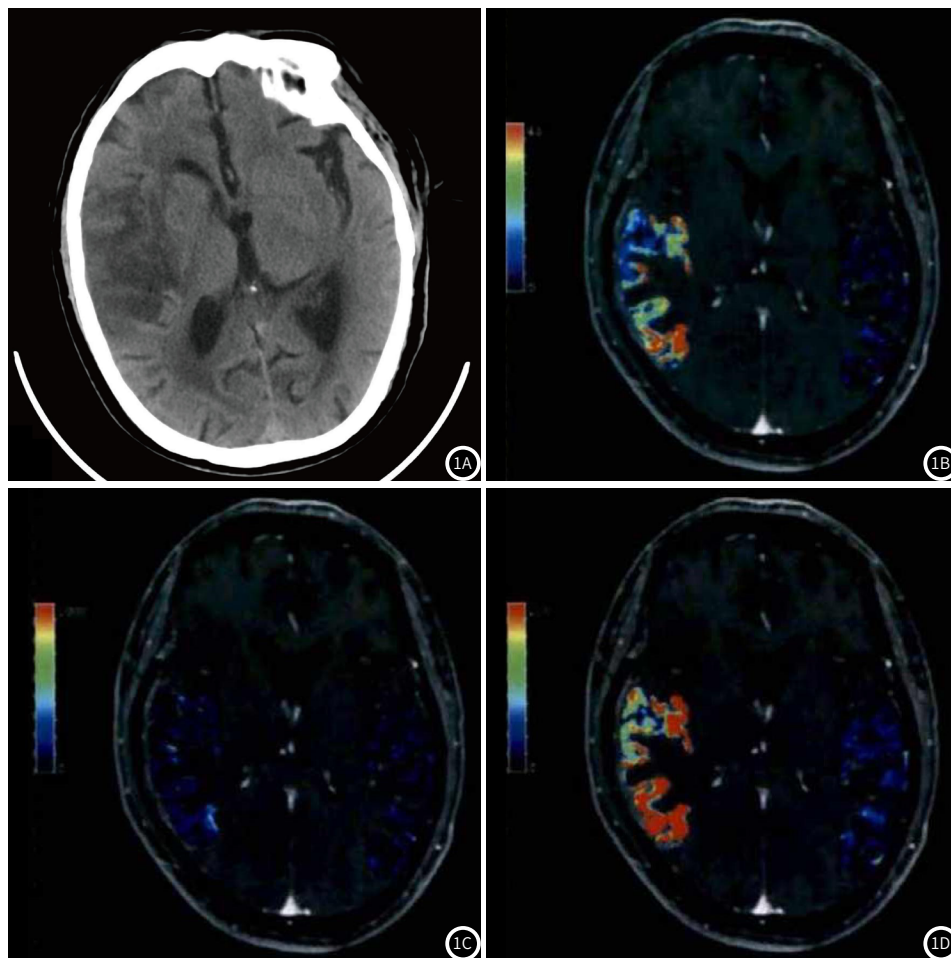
AIS患者女性，73岁。1A: CT显示右侧颞顶叶片状低密度影；1B: K^{trans} 参数的伪彩图；1C: K_{ep} 参数的伪彩图；1D: V_e 参数的伪彩图。
